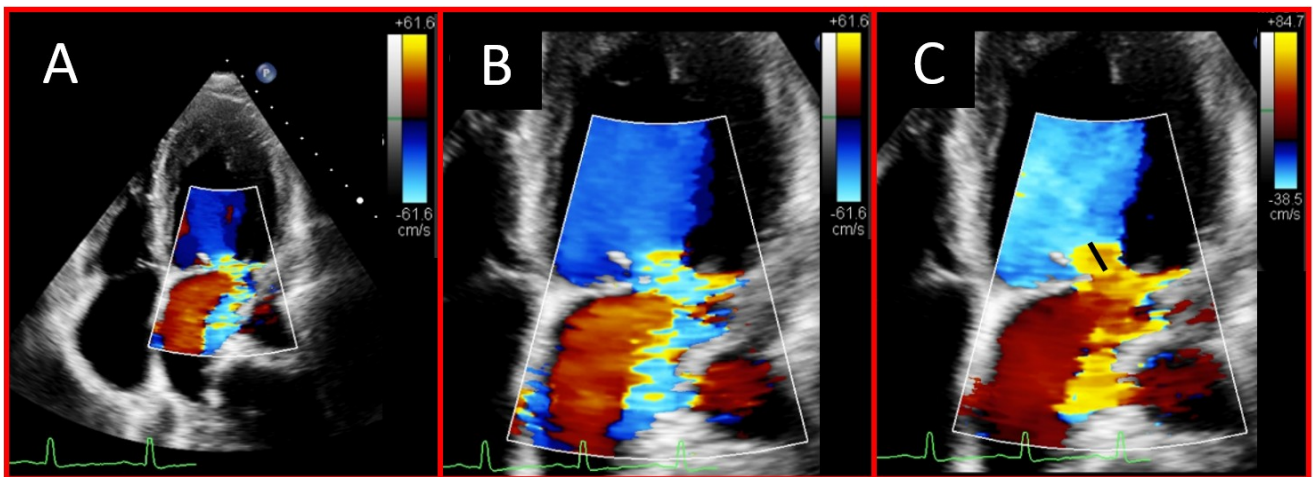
Typische Änderungen der Geräteeinstellung zur Bestimmung des PISA-Radius. A: Routineeinstellung des Gerätes; B: Fokussierung auf den Insuffizienzjet; C: Verschieben der Nulllinie der Farbskala des Farbdopplers in Richtung Insuffizienzjet zur besseren Darstellung der PISA-Zone.
